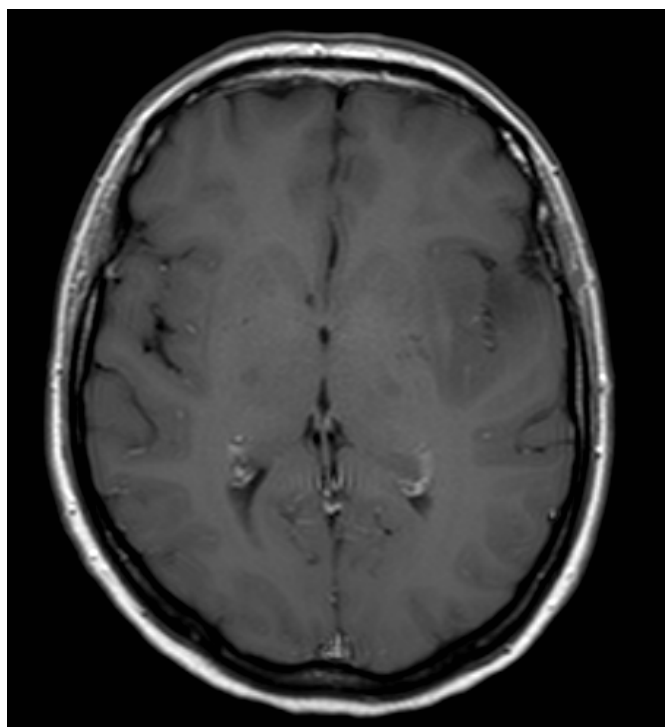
Kodelecija 1p19q – tumor v frontalnem režnju desno (MR, aksialno, FLAIR)
